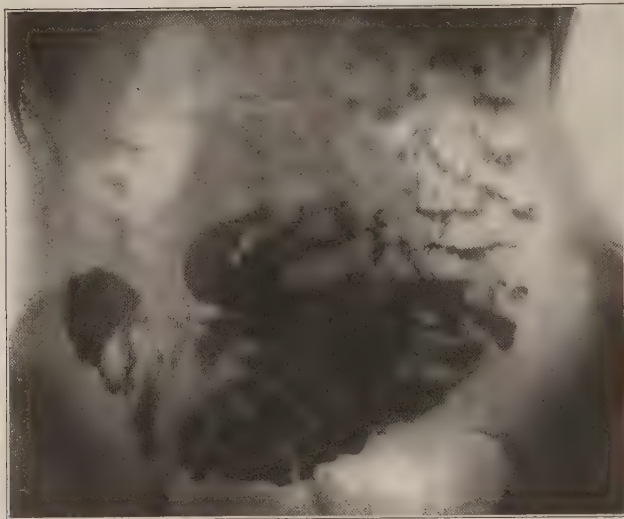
Fall 3. Antonia G., 15 Jahre. Lunge: Verkalkter Primärkomplex. Klinische Diagnose (2jährige Beobachtung): Mesenterialdrüsentuberkulose. Röntgenuntersuchung 12. 4. 1926. 5 Stunden p. c. Die Dünndarmschlingen sind, mit Ausnahme der obersten, wo die Füllung fleckig fiedrig ist, zusammenhängend gefüllt. Ihr Knäuel liegt hoch, die Schlingen sind isoliert. Sie sind in geringem Umfange vollkommen gegeneinander beweglich. Das Zökum ist unvollkommen gefüllt, 6—10 Stunden p. c. bei langsamer Entleerung des Dünndarmes, der stets das gleiche Verhalten zeigt, füllen sich Zökum-Aszendens und Transversum. Der weitere Gang der Untersuchung läßt im Zökum einzelne Geschwüre erkennen.
